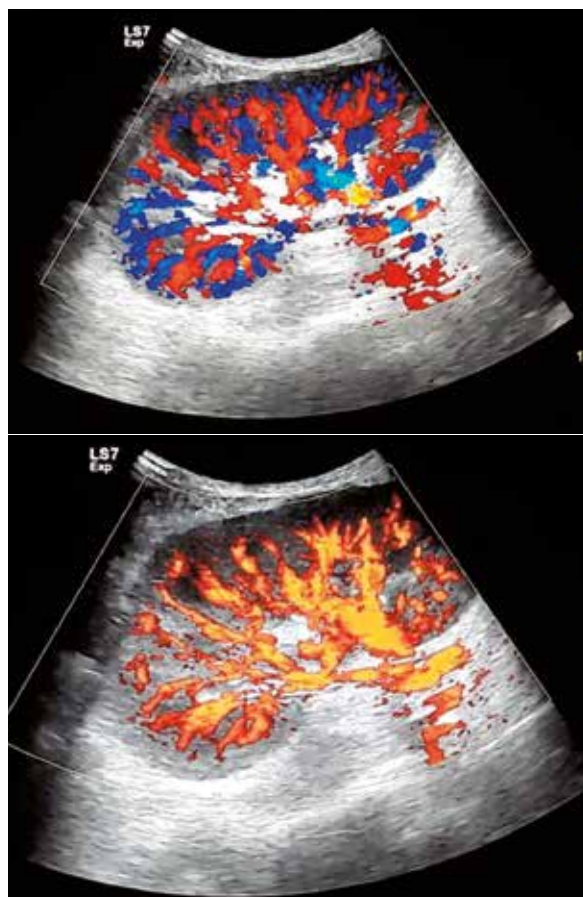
Evaluación Doppler color y power Doppler de la vascularización renal.
